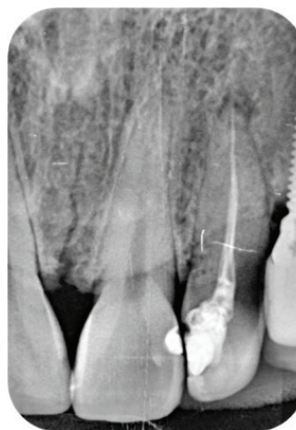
Radiografia periapical de diagnóstico: planejamento e início da reintervenção endodôntica
